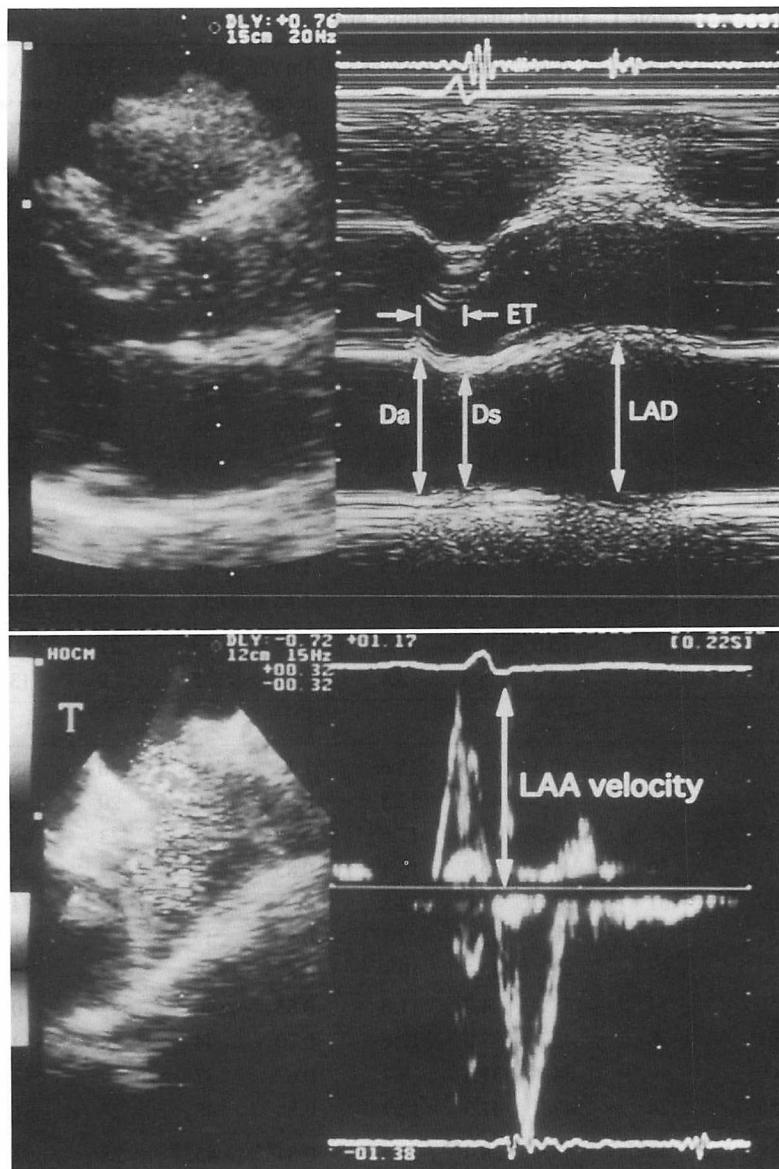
Echocardiographic findings
